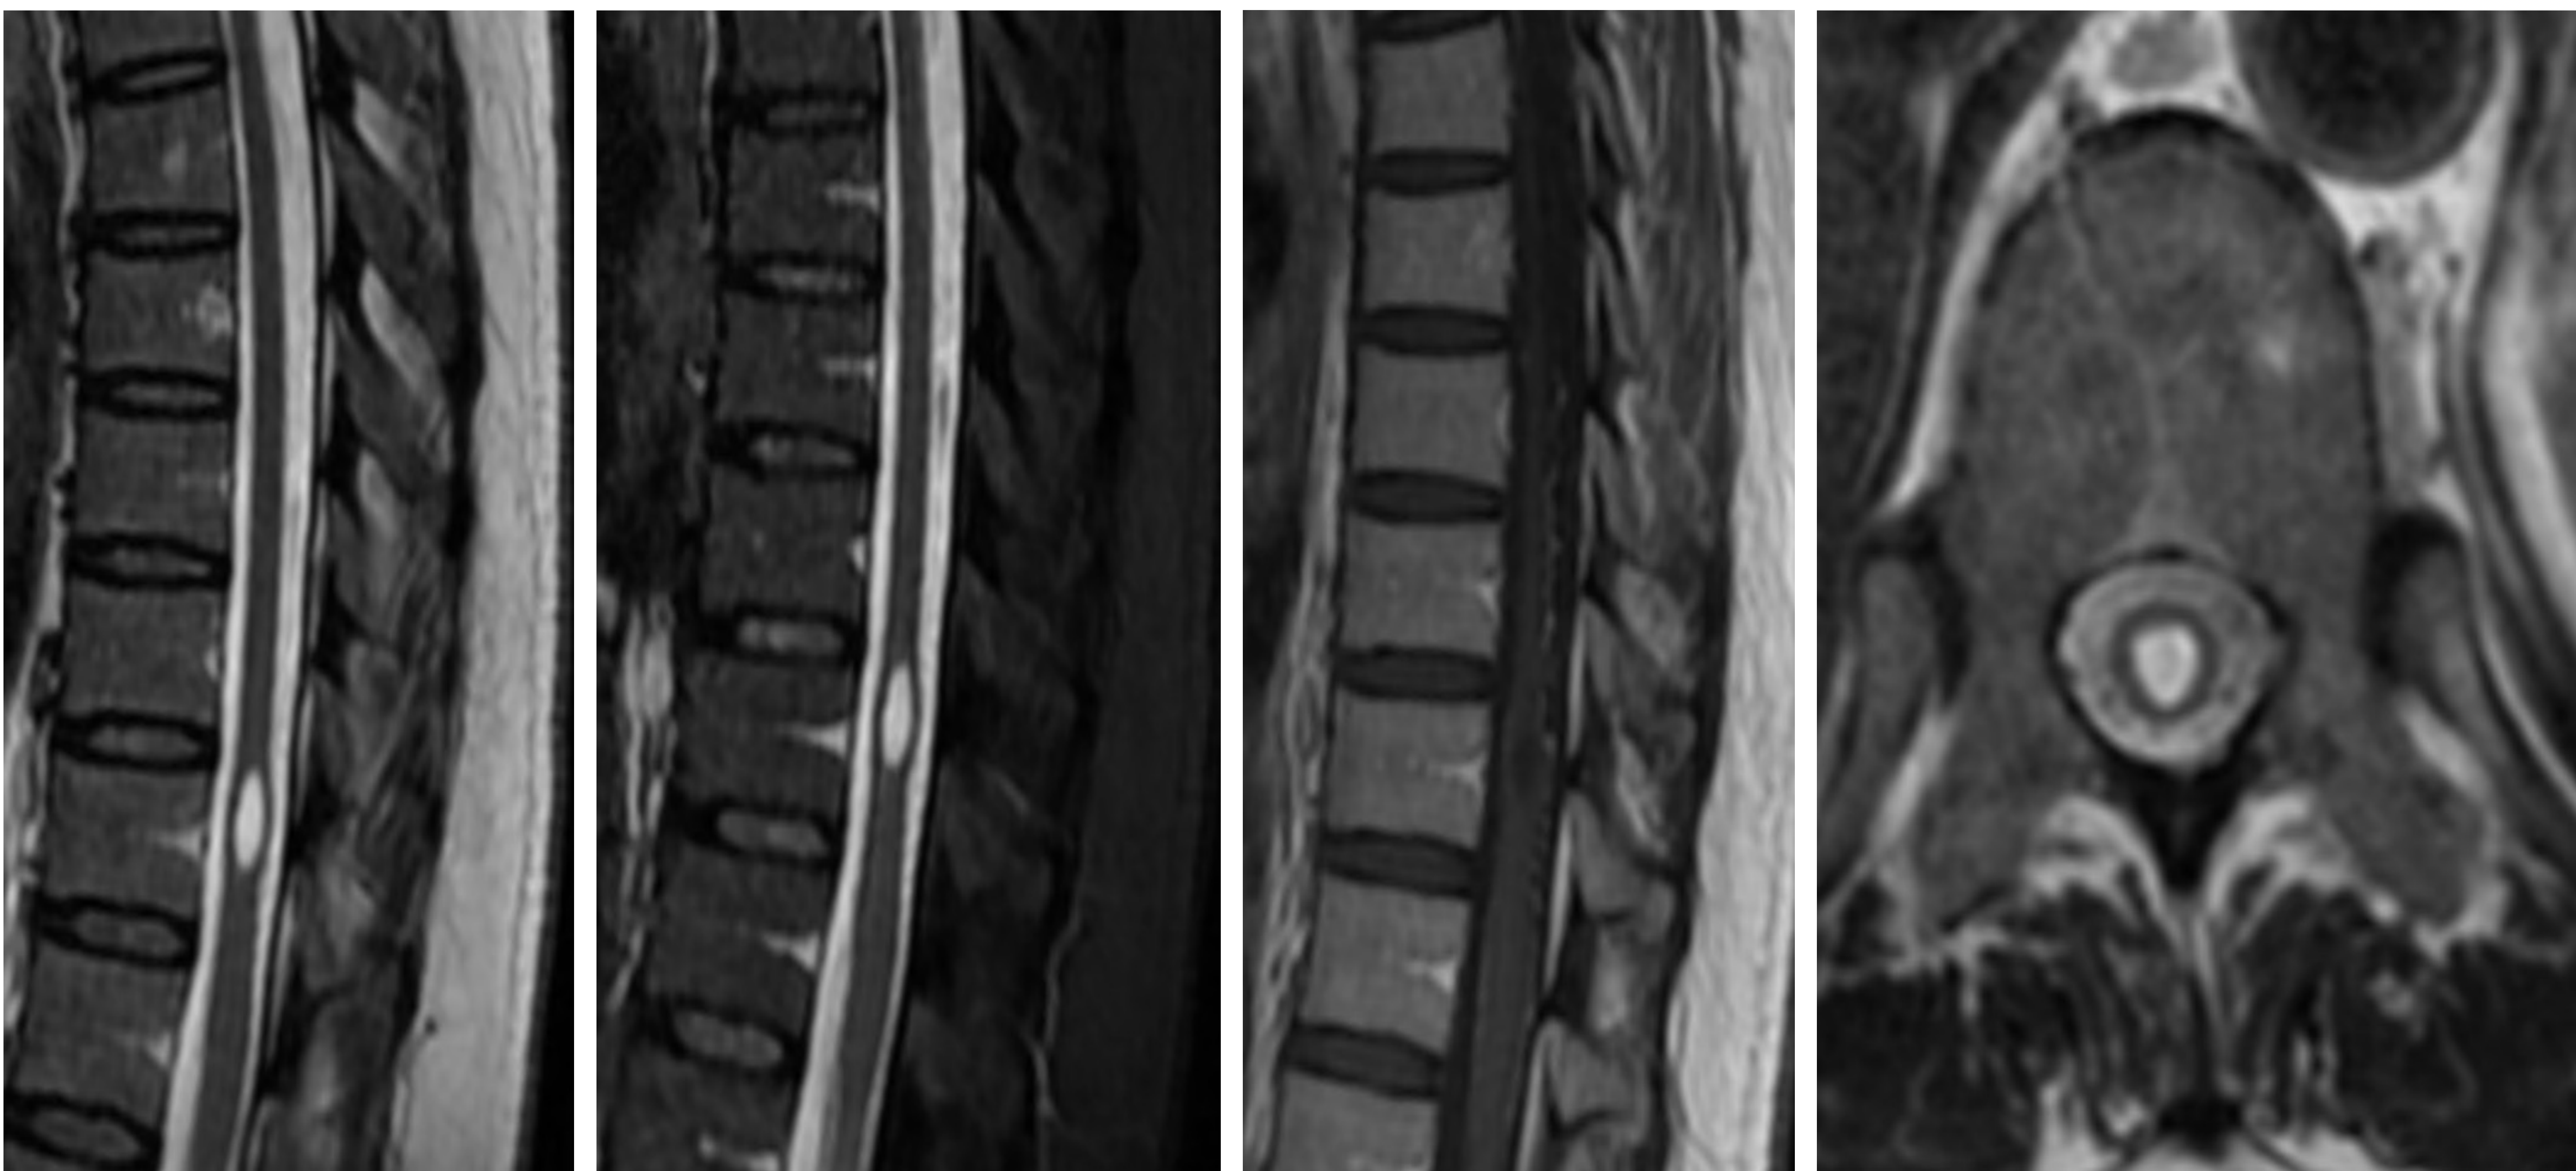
Quiste endimario. RM de COLUMNA DORSAL. Se presentan cortes sagitales en secuencias T2 y STIR, secuencia T1 sagital tras administración de contraste y secuencia axial T2. En nivel D11, se visualiza lesión intramedular de localización central que muestra similar intensidad de señal a la del LCR en todas las secuencias (hipointensa en T1 en hiperintensa en T2 y FLAIR), de morfología ovalada y bien definida, sin realce tras contraste. Mide aproximadamente 5 x 5 x 10 mm (diámetros T x AP x CC). Condiciona mínima disminución del espacio subaracnoideo, sugiriendo todo ello quiste endimario. En estudios posteriores la lesión no se modificó de tamaño o morfología.
